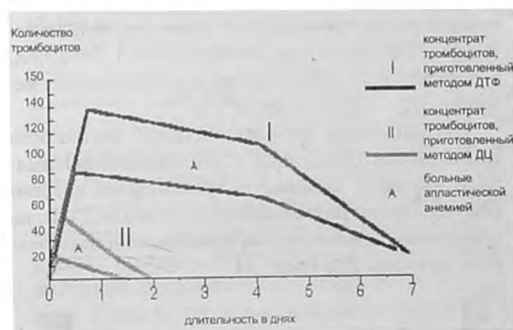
Эффективность трансфузии концентратов тромбоцитов
